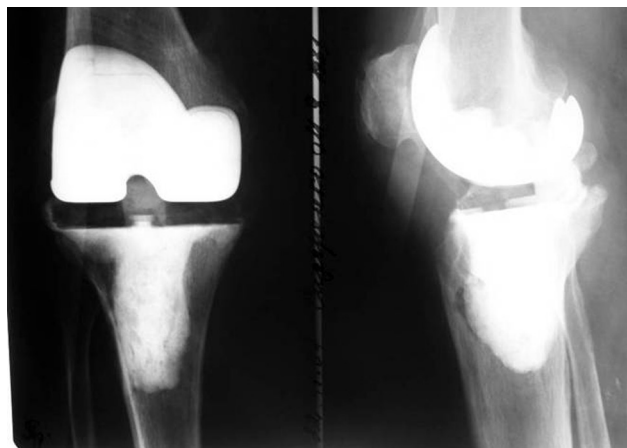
Фото рентгенограм колінного суглоба хворого С. Первинний імплантат видалено, встановлено функціональний спейсер
